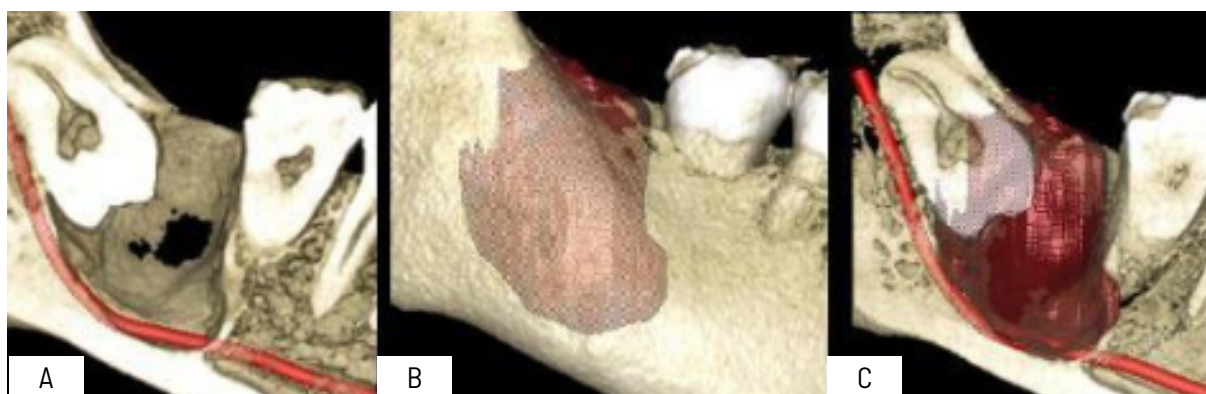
Corte sagital en tomografía computarizada de haz cónico. A: Se observa la cantidad de hueso que ha reabsorbido la lesión. B: Tamaño de la lesión. C: Nótese la estrecha relación de la pieza 4.8 y la lesión con el bode basilar del CDI.
